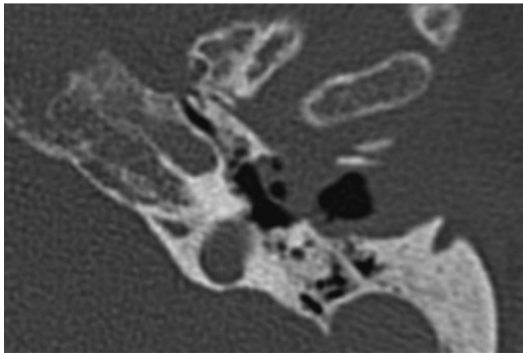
TC axial, oído izquierdo: Evidencia de destrucción de pared anterior de CAE y comunicación directa con ATM.
